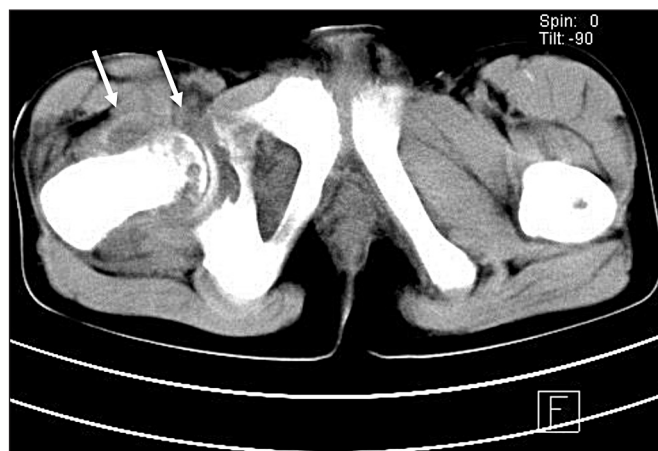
Компьютерная томограмма костей таза девочки 13 лет с острым гематогенным остеомиелитом, 3-и сутки заболевания.
